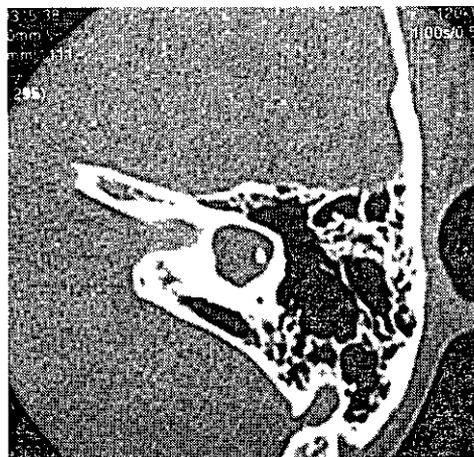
左水平半規管レベルのCT。低形成の水平半規管
